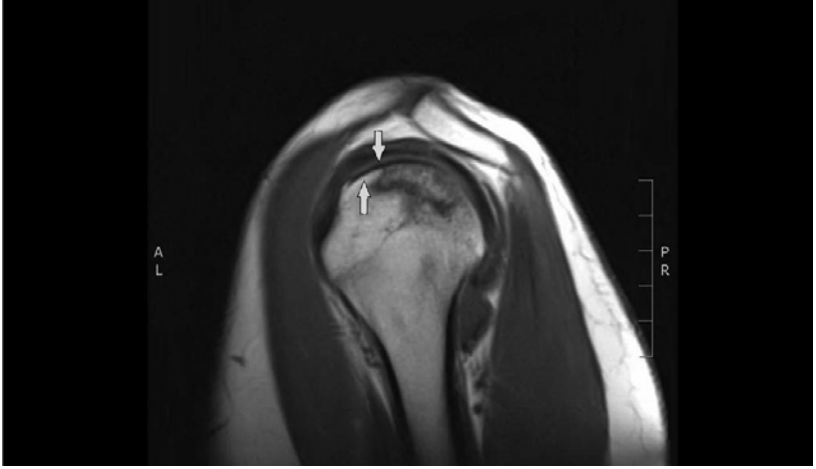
Direk grafide kistik lezyonu olan sađ omuz oste nekrozu (*Kaynak: Sharareh ve Schwarzkopf, 2015*).
